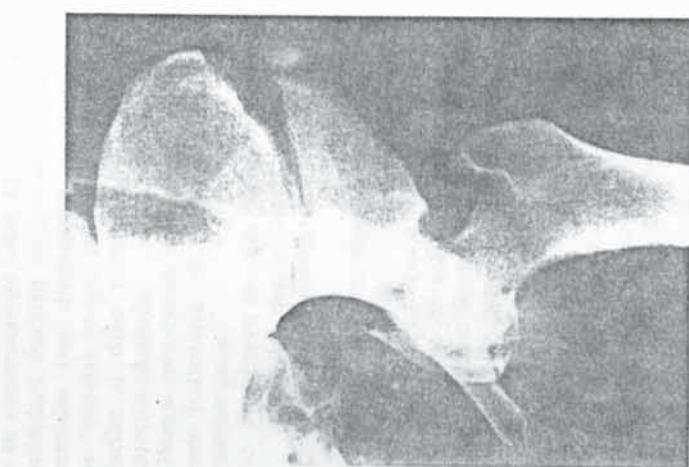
Radiografía de frente, donde se observa la asociación de una fractura de ala ilíaca, cuyo trazo vertical afecta la superficie del cótilo, normalmente respetada en fracturas de este tipo (iliaco).
